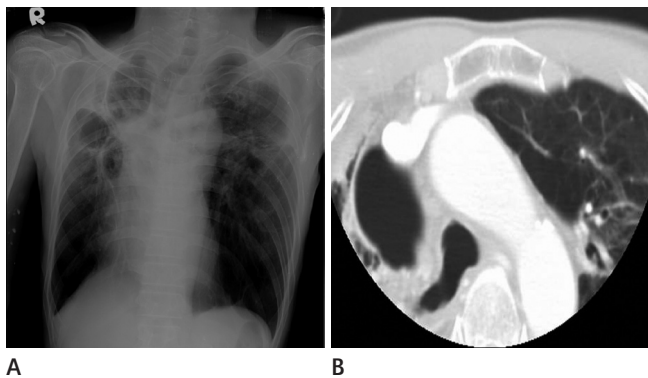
A. Chest X-ray in day of admission shows tuberculous-deestroyed lung in bilateral upper lung zones with large bullae in the right upper lung zone.
